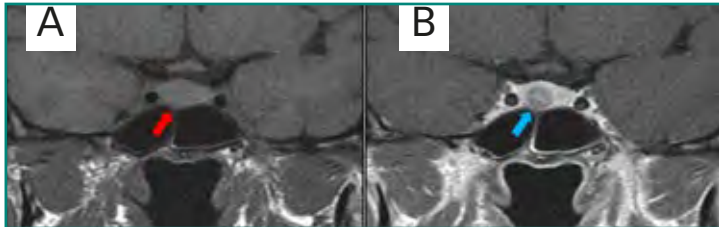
Microadenoma hipofisario. Imágenes de RM en plano coronal. Secuencias ponderadas en T1 sin contraste i.v. (A) y tras la administración de este (B). En región medial y paramedial derecha de la glándula hipofisaria existe un foco redondeado de hipocaptación tras la administración de contraste i.v. (flecha azul) menor de 1 cm.
